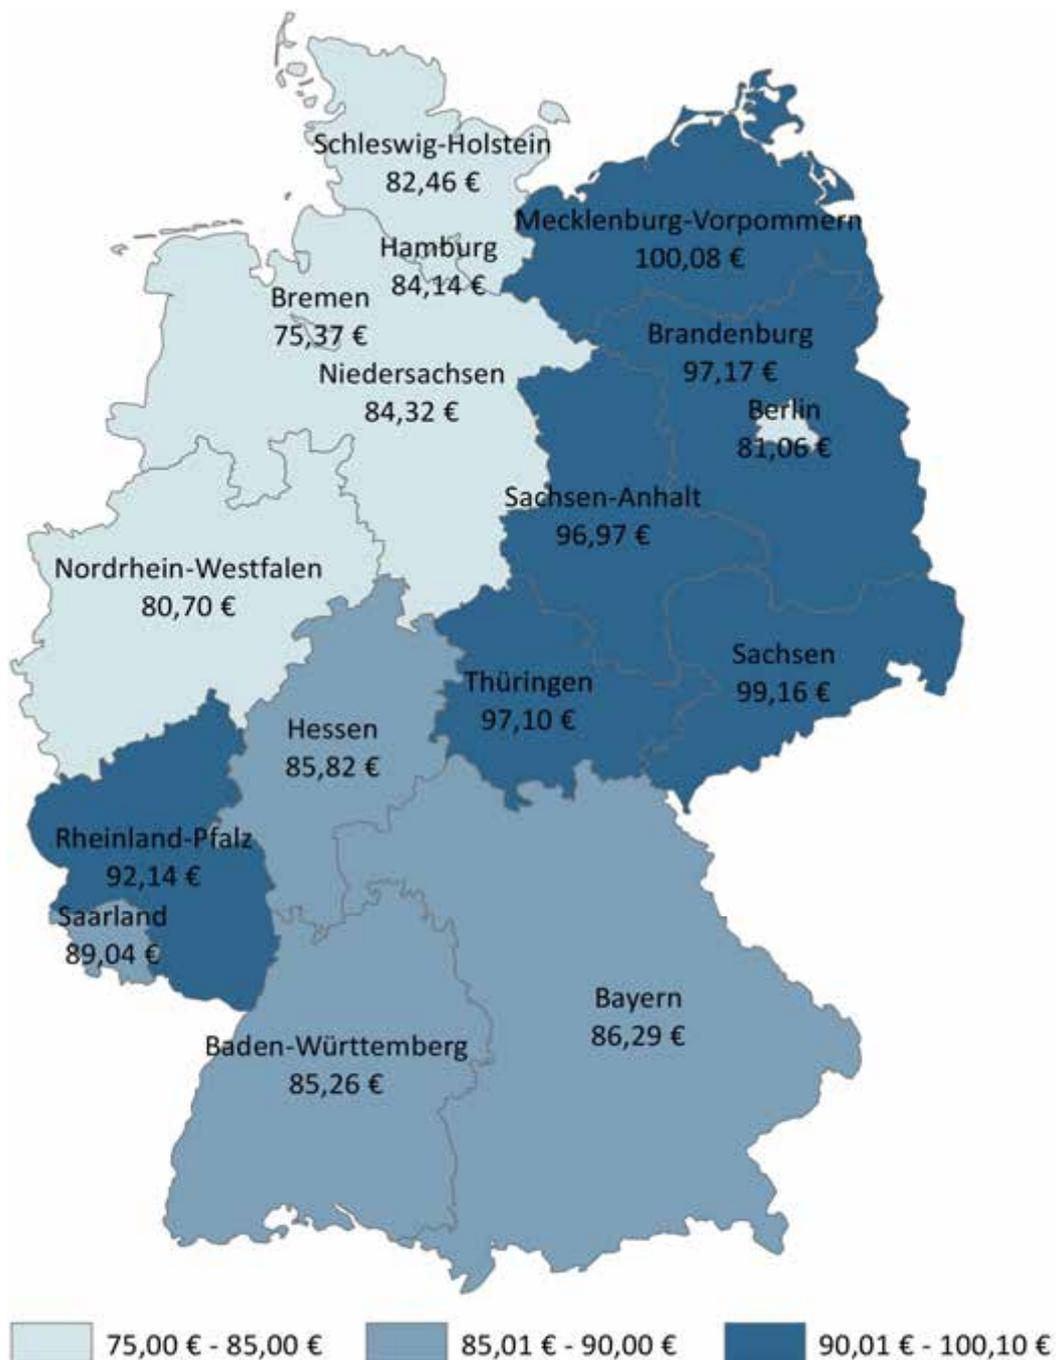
Pro-Kopf-Ausgaben für Lipidsenker der TK-Versicherten mit mindestens einer Verordnung eines Lipidsenkers im Jahr 2015 je Bundesland
